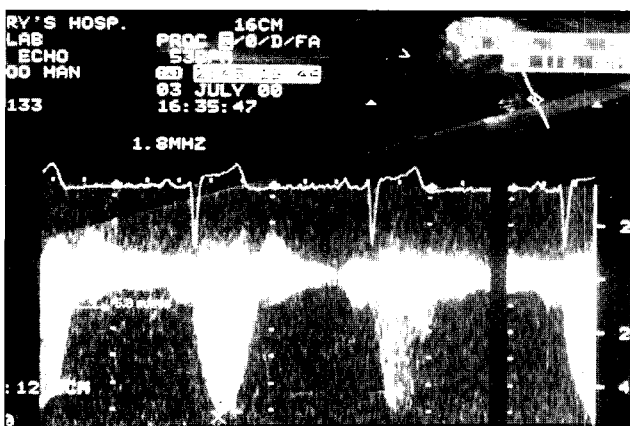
The preoperative echocardiogram(M-mode) in the second patient shows severe pulmonary valvular Stenosis with high velocity (5.3m/sec).
